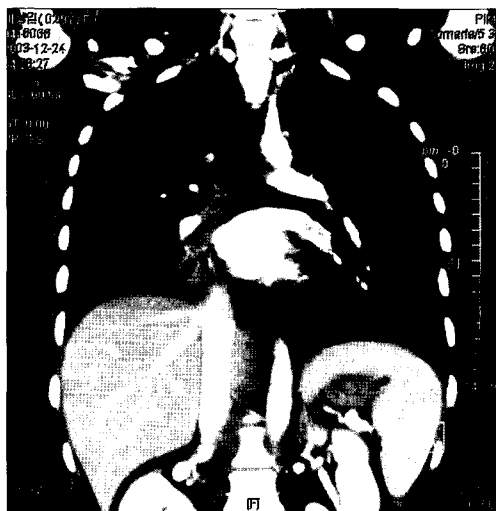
Chest CT scan shows a bridging bronchus arising from left main bronchus with distal atelectasis.
